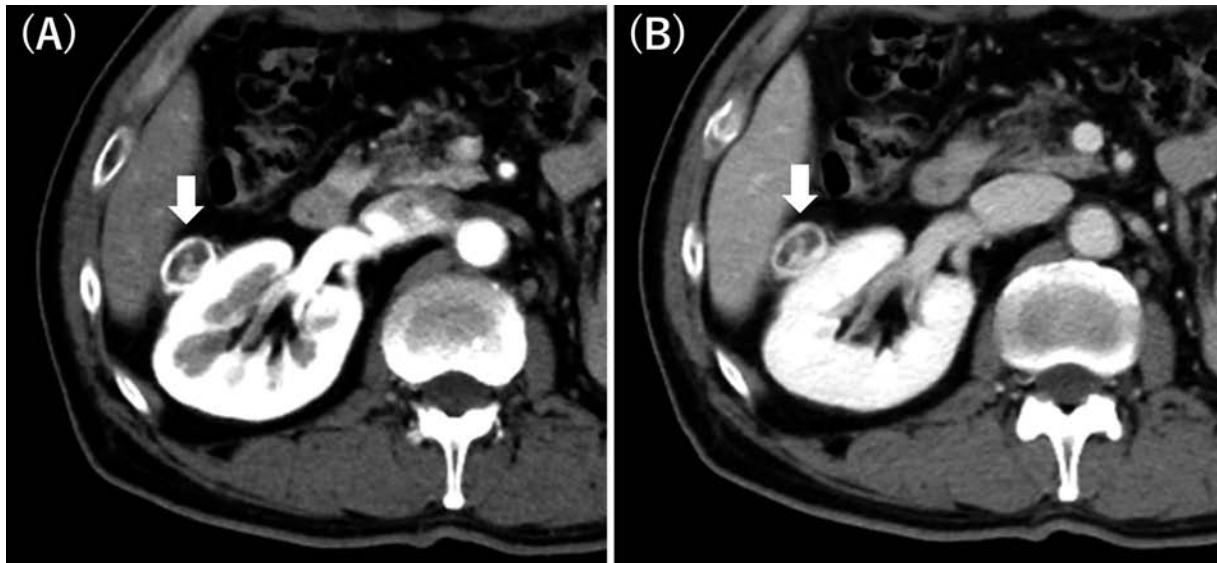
Dynamic enhancement CT demonstrated a well-circumscribed solid tumor on the right kidney with peripheral enhancement in the arterial phase (A), and centripetal filling in the venous phase (B).
